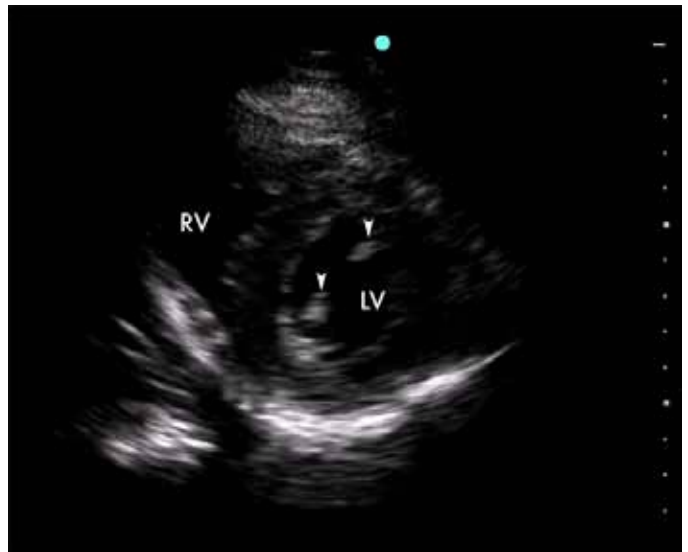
en coupe parasternale petit axe, vous visualisez le ventricule droit (RV), le ventricule gauche (LV) et les muscles papillaires (voir pointes de flèches).
